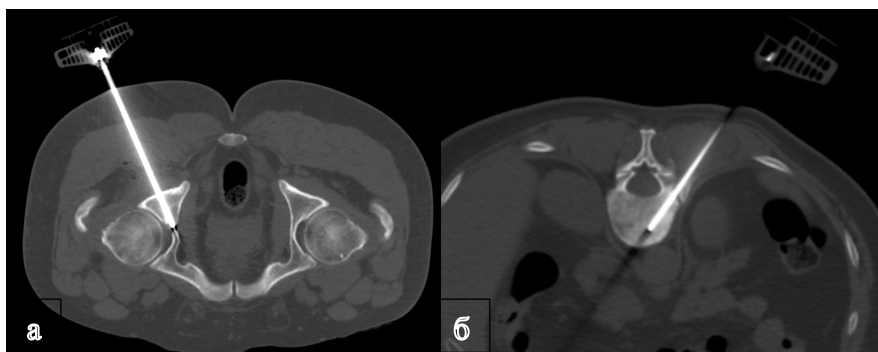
Биопсии кости под КТ-контролем: а – биопсия новообразования седалищной кости, б – биопсия новообразования позвонка [оригинальный рисунок].
